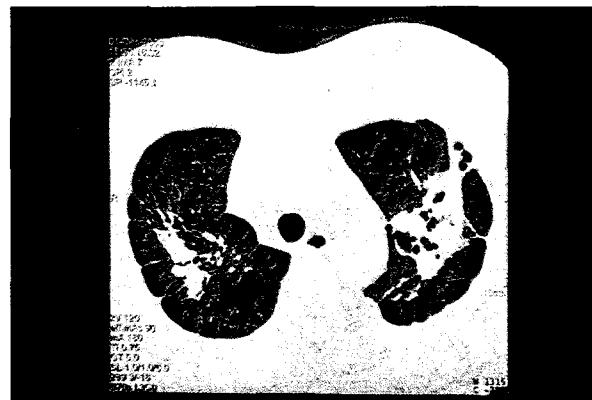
Chest HRCT shows conglomerated mass densities with irregular shape in both upper lobe. Large and small well defined nodules are also noted in both lung with upper lobe and posterior predominance.
